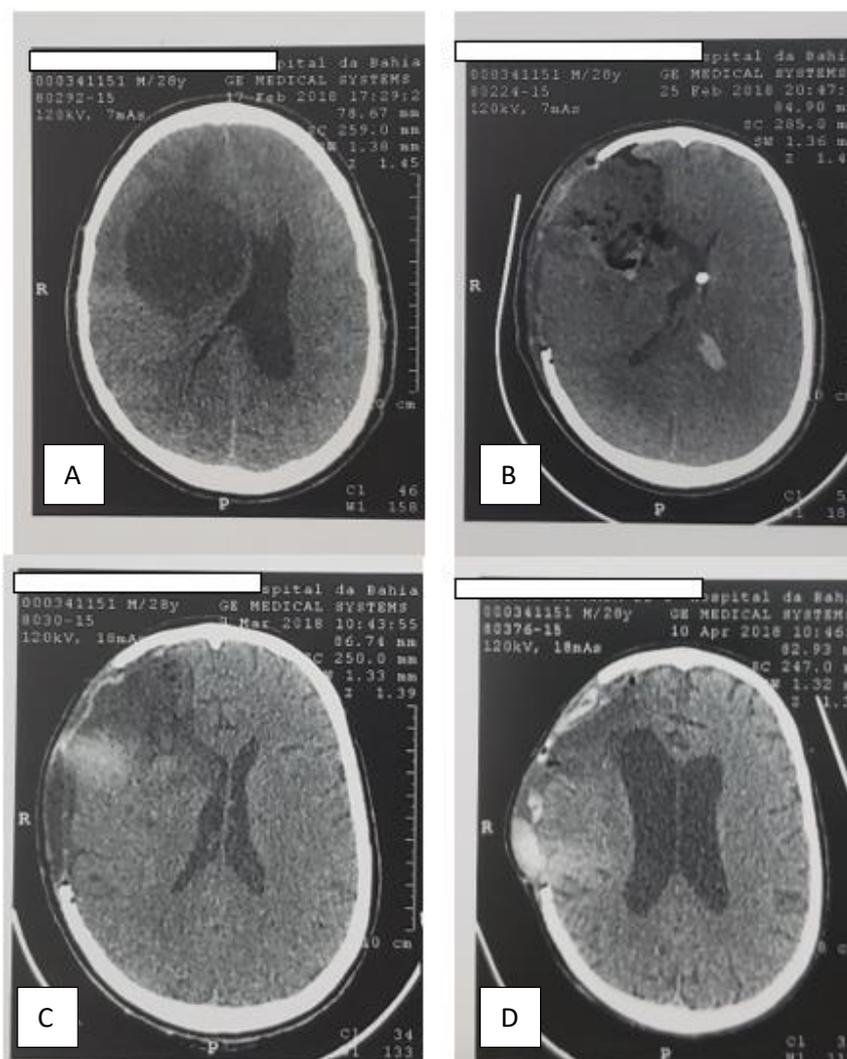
A: Lesão cística evidente em TC de Crânio de admissão hospitalar; B: TC de Crânio do Pós-operatório imediato de craniectomia com exérese de lesão; C: TC de Crânio em pós-operatóriotardio de craniectomia; D: TC Crânio de controle/ acompanhamento de recuperação.
